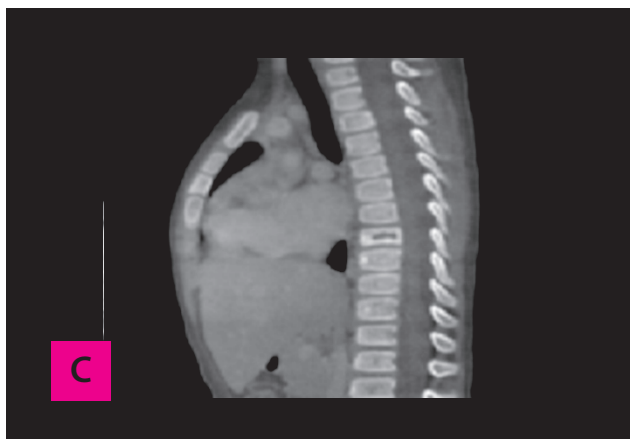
Tomografía espiral multicorte de la paciente al finalizar la inducción con quimioterapia. A. Múltiples linfonodos en estaciones cervicales IIA IIB y V bilateral el de mayor diámetro 12 mm en estación ganglionar IIA Derecho. Resto de espacios cervicales conservados. B. Hígado con leve disminución difusa de su densidad en relación a esteatosis hepática leve, dimensiones conservadas. No lesiones focales en bazo. C. En ventana ósea de columna se evidencia aplastamiento secuelar vertebral de D8.
